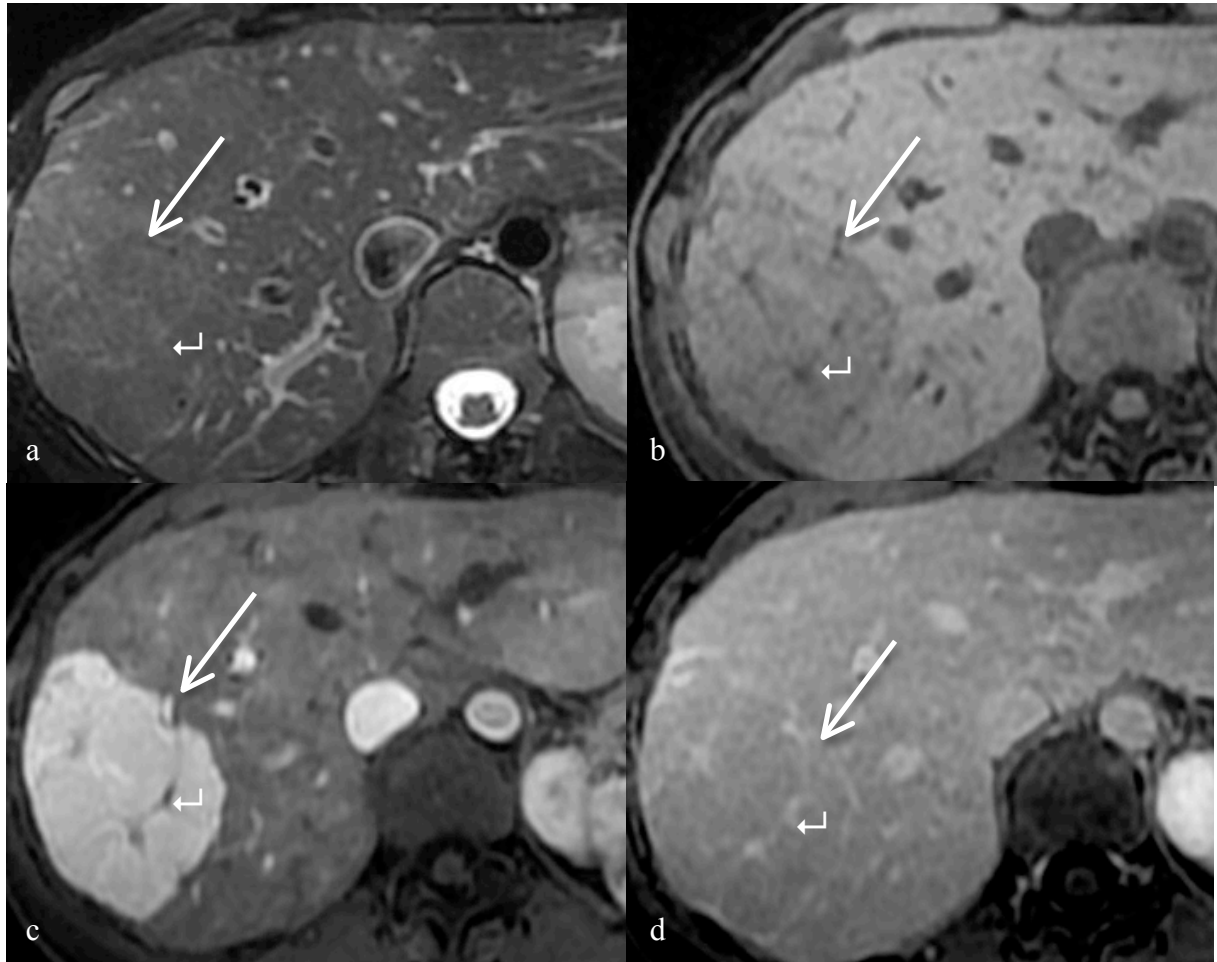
Patiente âgée de 39 ans. Découverte fortuite d'une masse hépatique à l'échographie réalisée pour cholestase anictérique, ayant conduit à la réalisation d'une IRM. La lésion (grande flèche) est homogène, isointense en pondération T2 (a) et discrètement hypointense en pondération T1 (b), se rehausse franchement au temps artériel de type artériel précoce (c) à l'exception de l'élément central (petite flèche), et est isointense au temps tardif (d). Un élément central (petite flèche) est hyperintense en pondération T2 (a), hypointense en pondération T1 (b et c) et se rehausse tardivement (d). Cette lésion est typique d'HNF en IRM.
